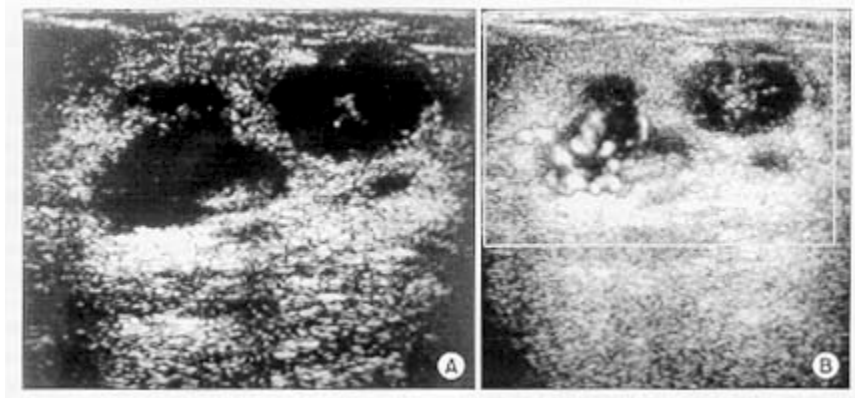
A, B. Two echo-poor solid masses were present on breast ultrasound in a patient under treatment for multiple myeloma. There was evidence of neovascularization on color doppler image.
